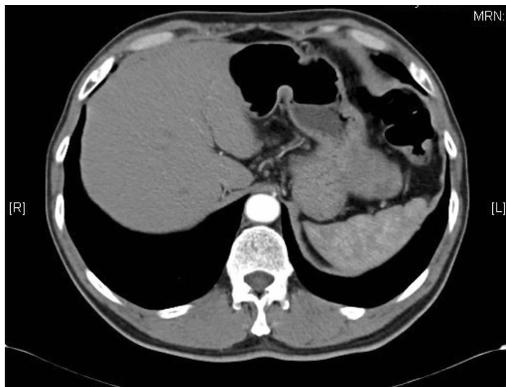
Spiral CT of a GIST larger than 5 cm from the body of stomach
